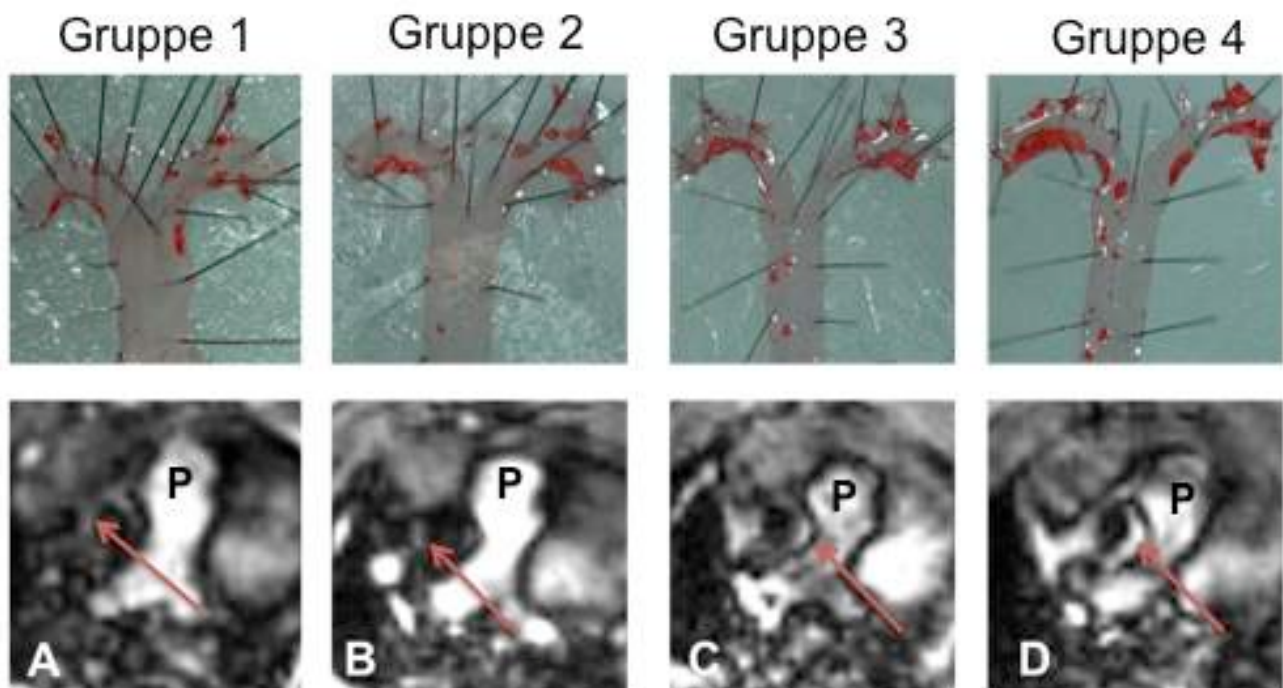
MRT-Bildgebung der Plaqueprogression über die Wochen auf HFD im Vergleich zur *en face*-Präparation
